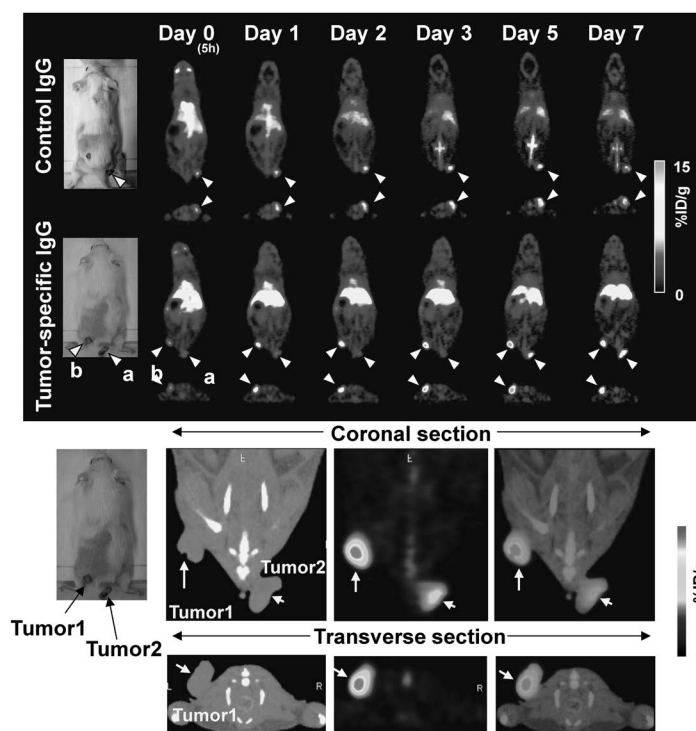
Evaluation of Antibody Delivery with PET Imaging
